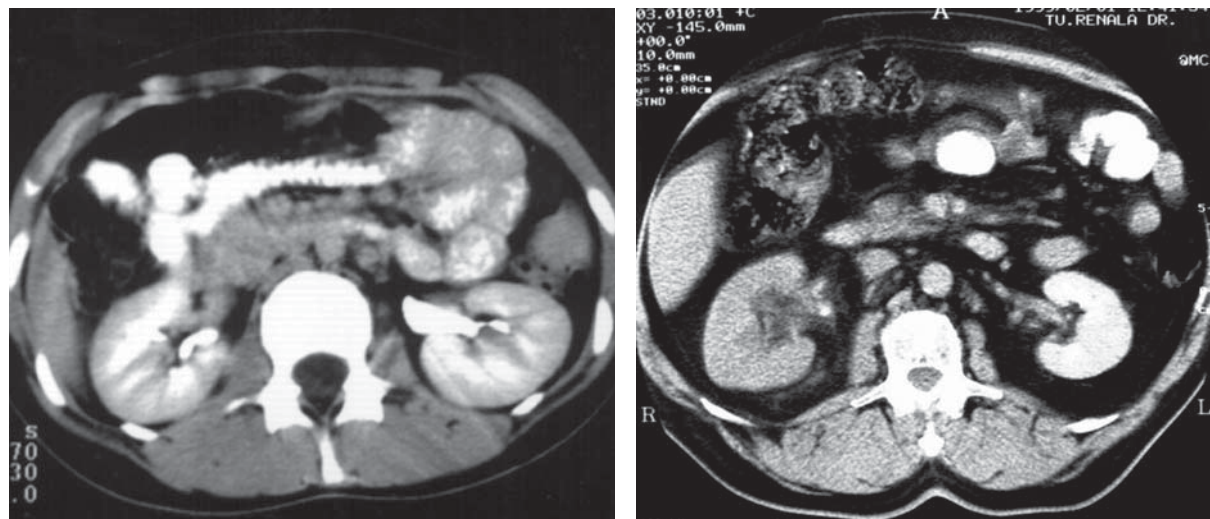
Rinichi normal. Bazinet extrarenal în stânga. CT postcontrast.
